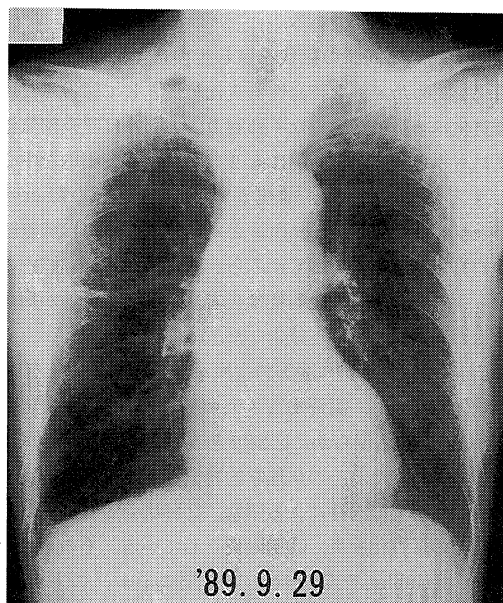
Chest roentgenogram showing improvement of Irregular shadow and pleural effusion after 12 day's prednisolone therapy.
